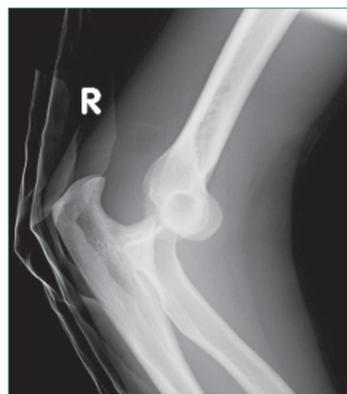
Seitliches Röntgenbild einer Ellenbogenluxation
